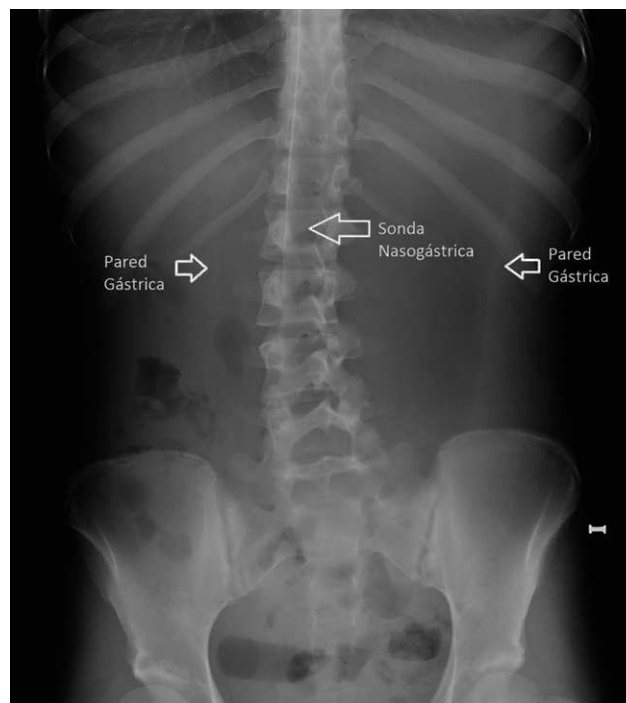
Radiografía inicial de abdomen con gran dilatación gástrica y límite inferior de estómago en región pélvica.
